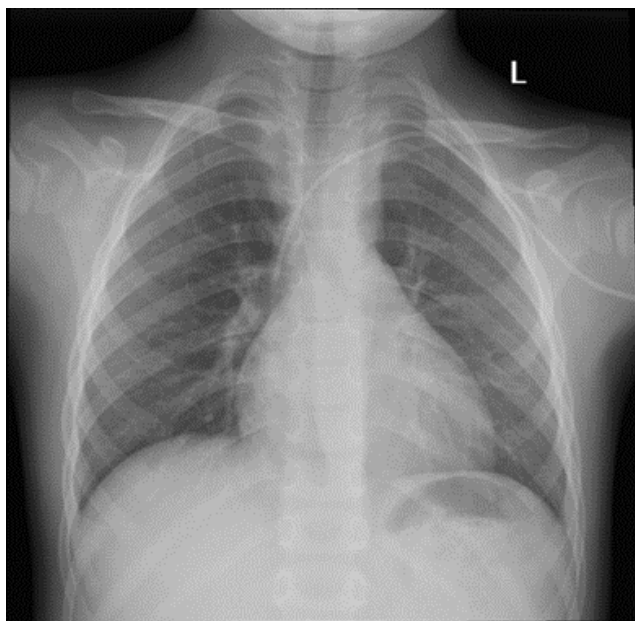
Рентгенограмма органов грудной клетки у пациента с поражением легких, ассоциированным с COVID-19: панлобарные многочисленные уплотнения легочной ткани
